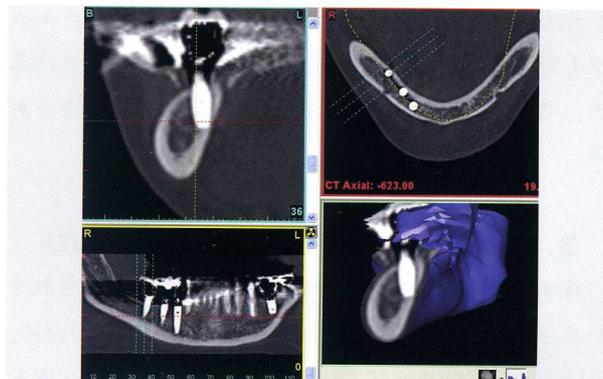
術後の CT 画像. 6] のインプラントは下歯槽管の舌側に植立されている
